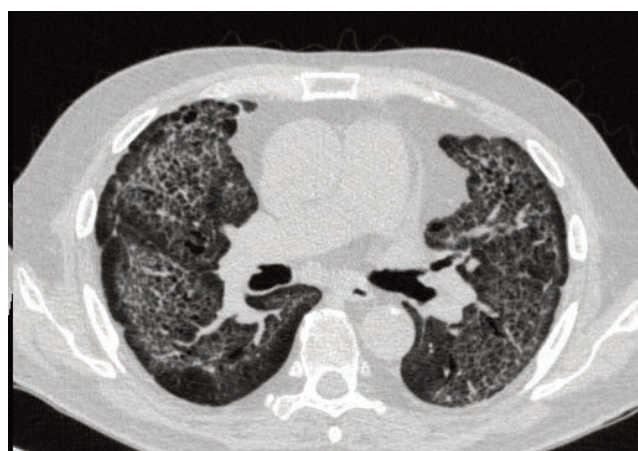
КТ картина легочной ткани в аксиальной проекции на 59-е сутки болезни
